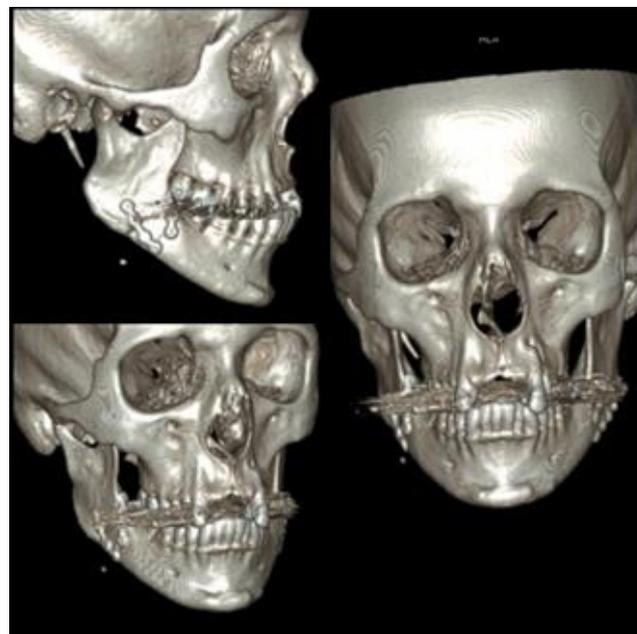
Tomografia computadorizada com reconstrução tridimensional evidenciando fratura de corpo mandibular direito e presença de sistema de fixação em mandíbula esquerda.
